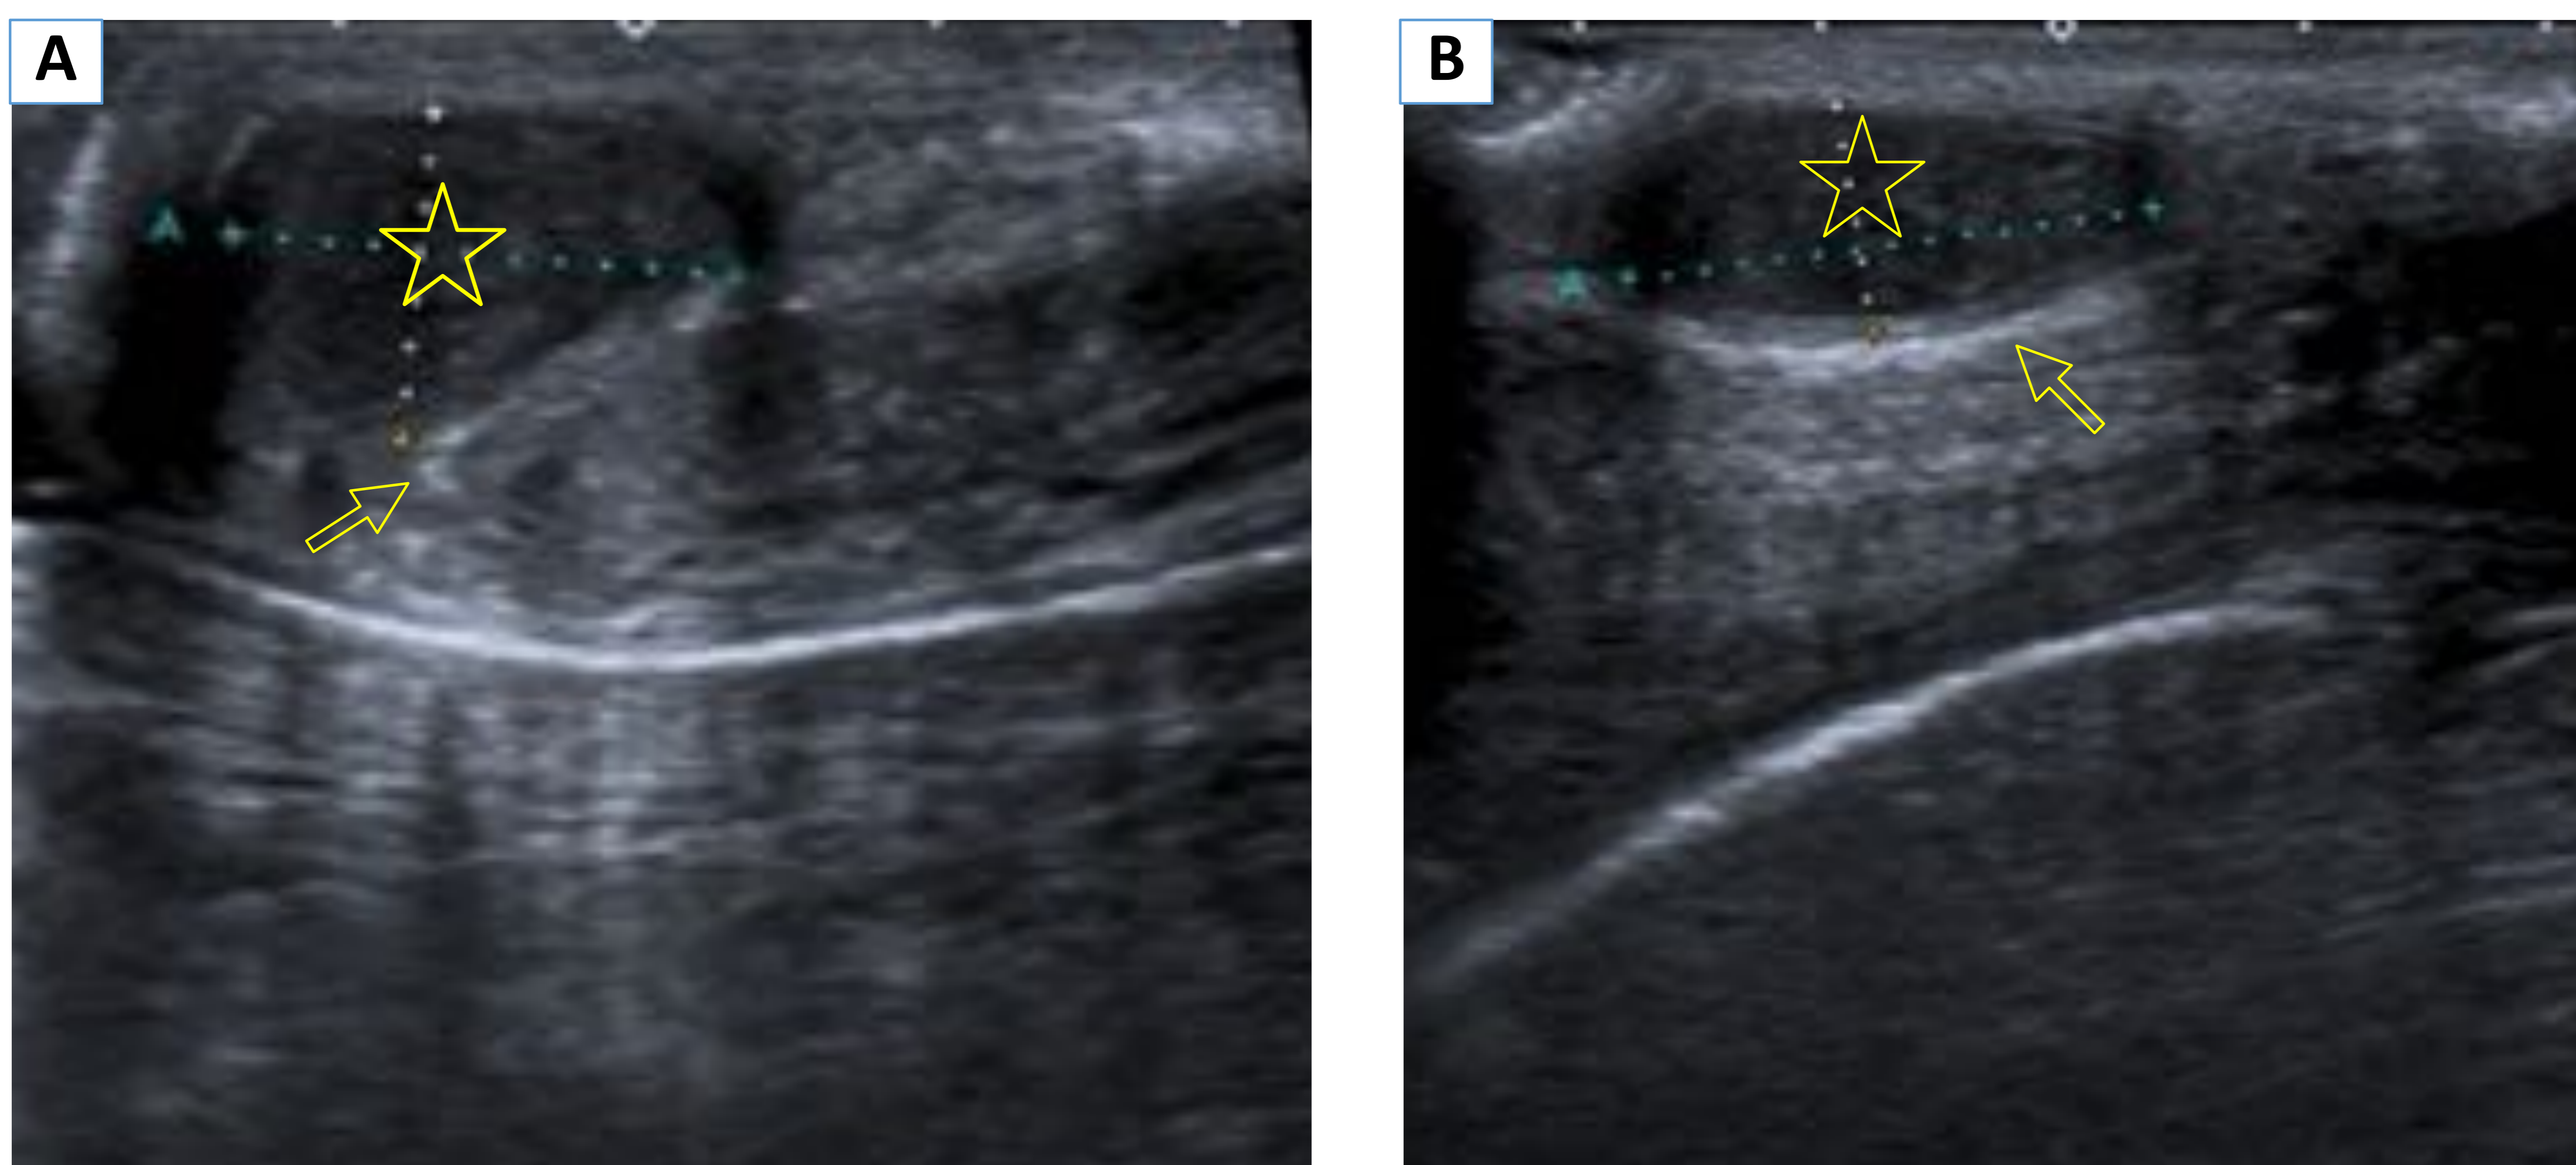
Varón de 18 años que presenta cuadro de dolor y tumefacción en la cara ventral del pene tras pelea callejera. Ecografía modo B en plano transversal (A) y longitudinal (B): Lesión hipoeoica de morfología ovalada situada superficial a la túnica albugínea y adyacente al cuerpo cavernoso derecho y cuerpo esponjoso, compatible con hematoma (☆) Se puede apreciar la banda hiperecogénica de la túnica albugínea íntegra (→).
